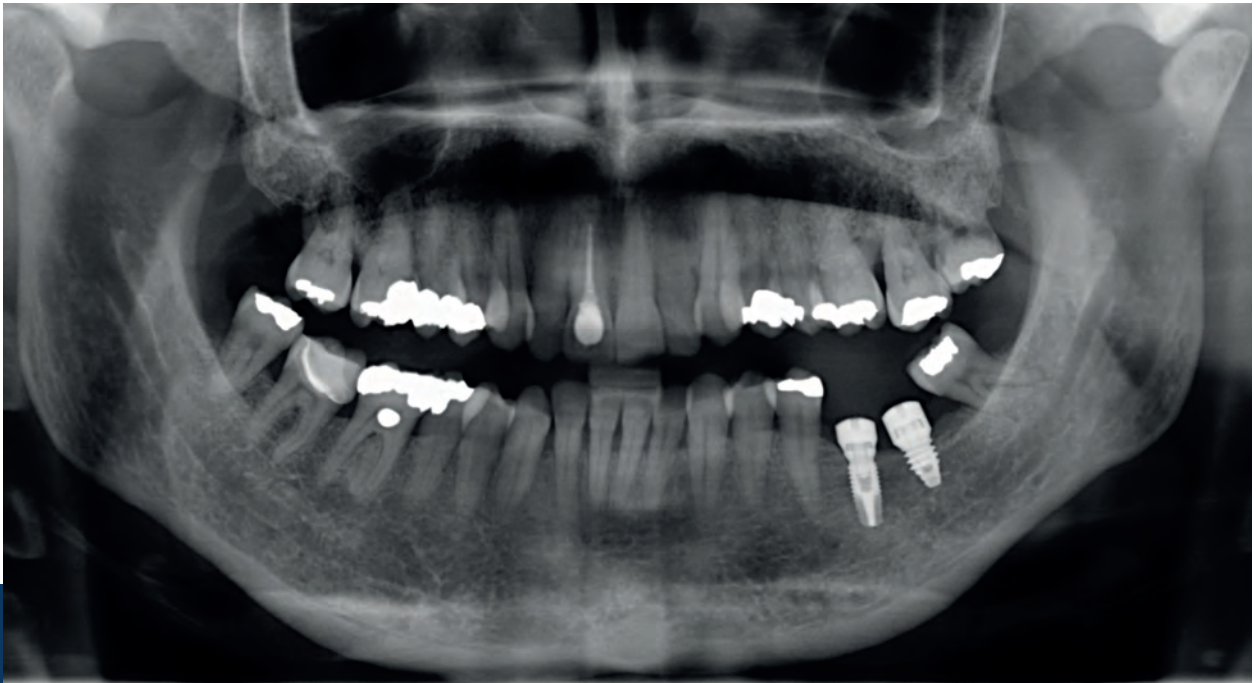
Radiografía panorámica una vez insertados los implantes en un tiempo quirúrgico.
